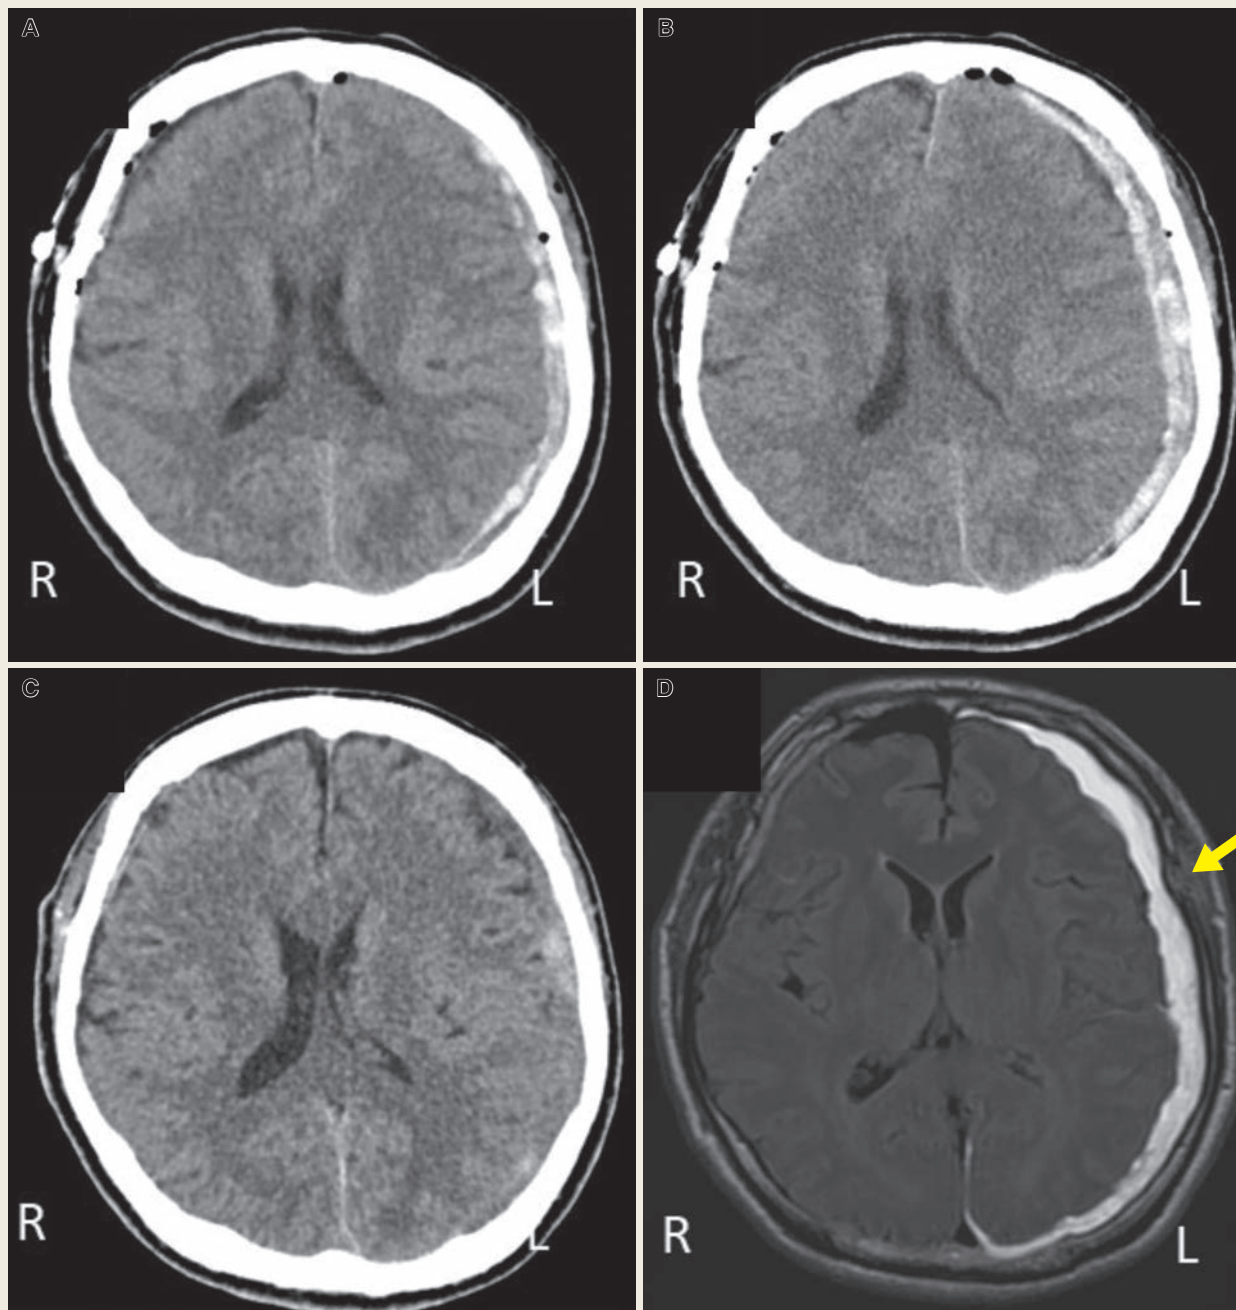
Postoperative plain CT and MRI images
